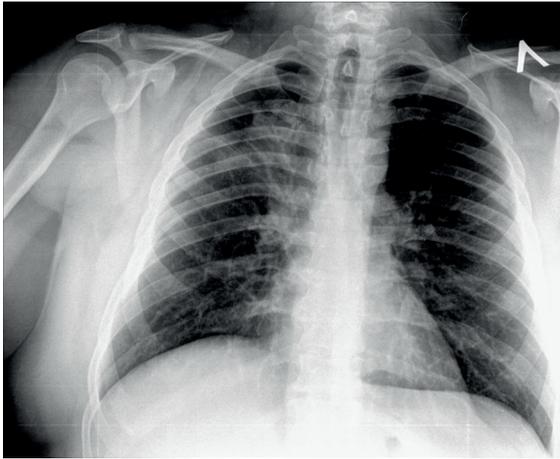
Пациент С. - рентгенография после операции
